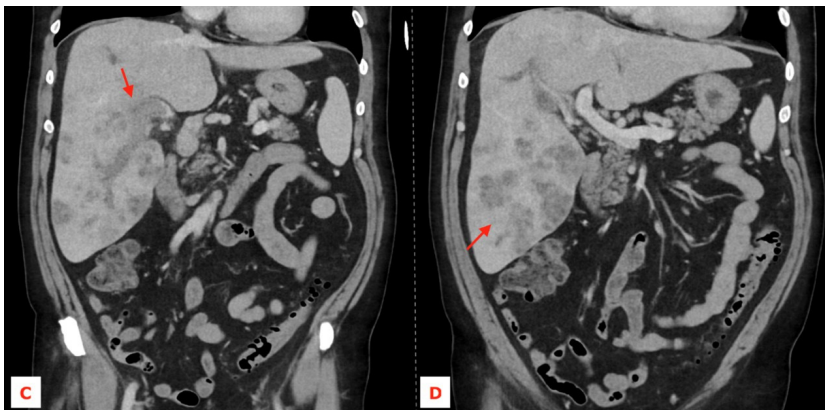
Na tomografia computadorizada após contraste endovenoso, em fase venosa, no plano coronal destacou-se trombose da veia porta com início na sua bifurcação, com envolvimento de toda a árvore direita (C). Denotou-se também hepatomegalia (eixo crânio-caudal do lobo direito mede 26 cm), identificando-se múltiplas lesões hipovasculares com predomínio no lobo direito (D), colocando-se o diagnóstico diferencial entre uma etiologia infecciosa e uma etiologia maligna. Descreviam-se ainda adenopatias no hilo hepático, a maior com 13 mm de eixo curto.
